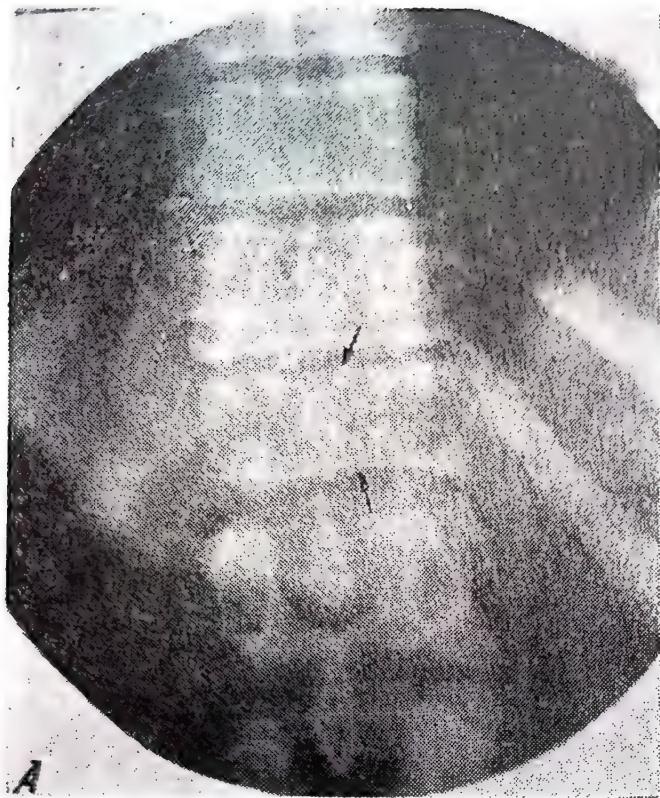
54. — Variate aspecte radiografice în caz de tumori vertebrale :
